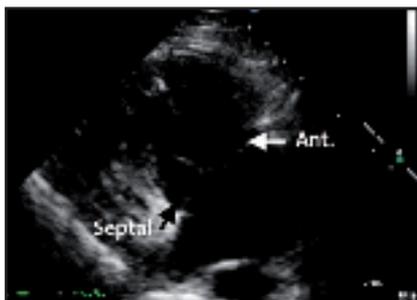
Coupe parasternale grand axe.
